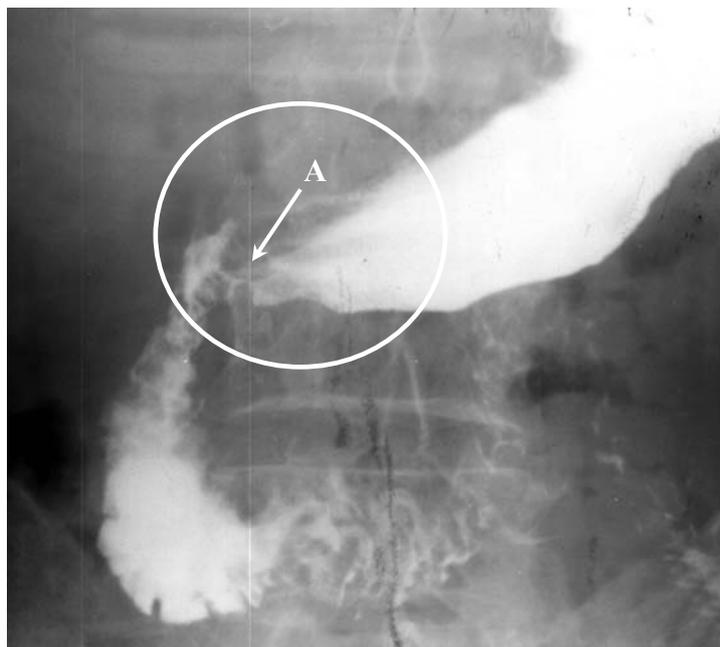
Рентгенограмма больного В., 48 лет; 3,5 года после дистальной резекции желудка с формированием пилороподобного жома + «клапана–створки» (А).
